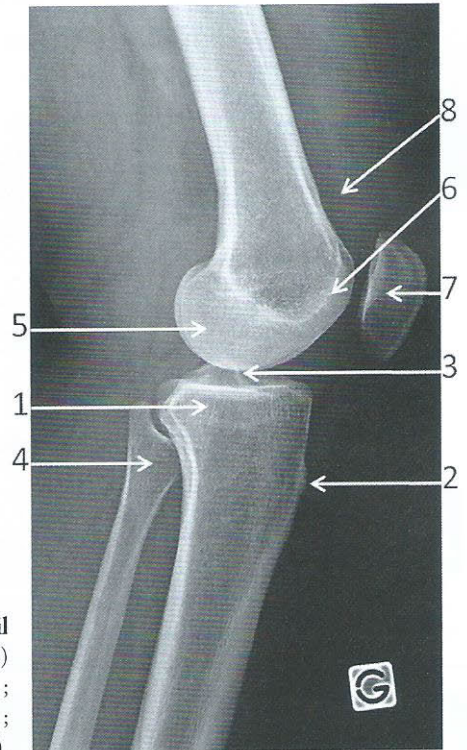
Radiographie du genou gauche de profil
